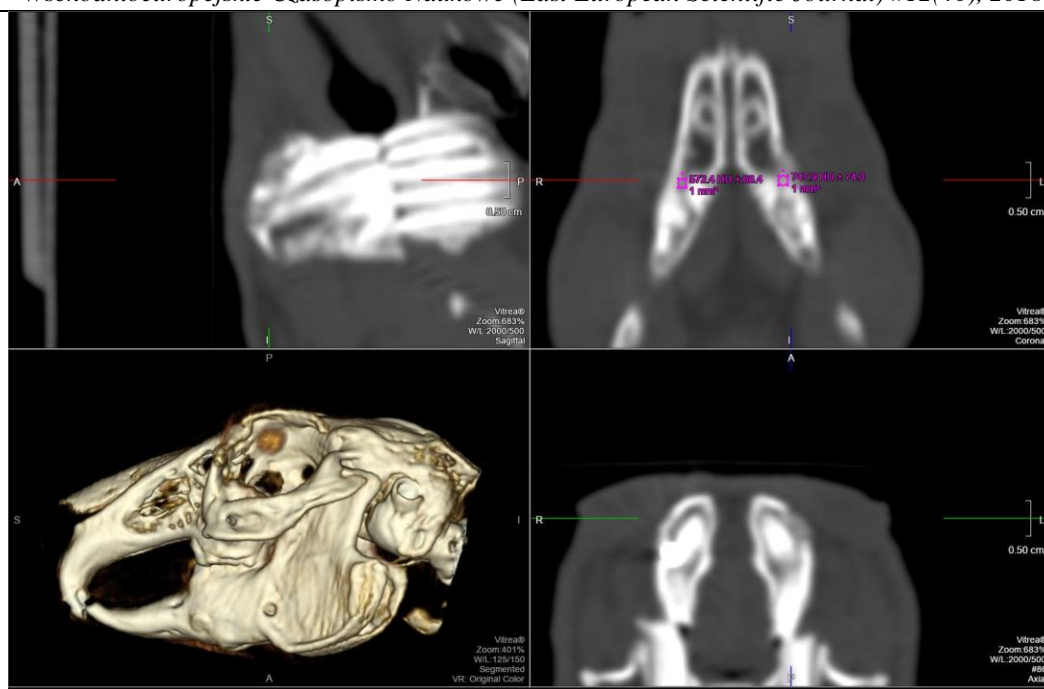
Компьютерная томография головы кролика (3 месяца), аксиальная, сагиттальная и фронтальная плоскости, 3D-модель. Режим костной реконструкции. Толщина слоя: 1 мм. Измеряется плотность губчатой кости в толще нижней челюсти справа и слева на уровне верхушек 2 и 3 зубов, на расстоянии 3 мм от кортикальной пластины, площадь измерения – 1 мм<sup>2</sup>. Плотность костной ткани в области имплантации стволовых клеток слева соответствует +747,9 ± 74 ед. HU (единиц Хаунсфилда), плотность костной ткани справа (без имплантации) – +572,4 ± 68,4 единицы HU.
